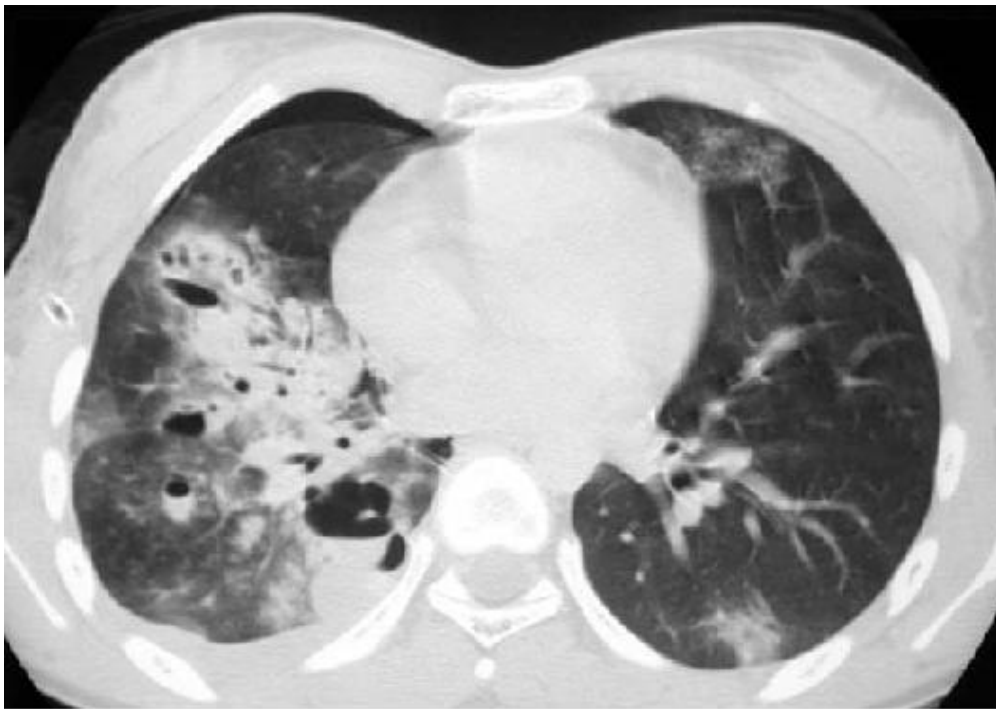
TDM thoracique : pneumatocèle droite [54]
